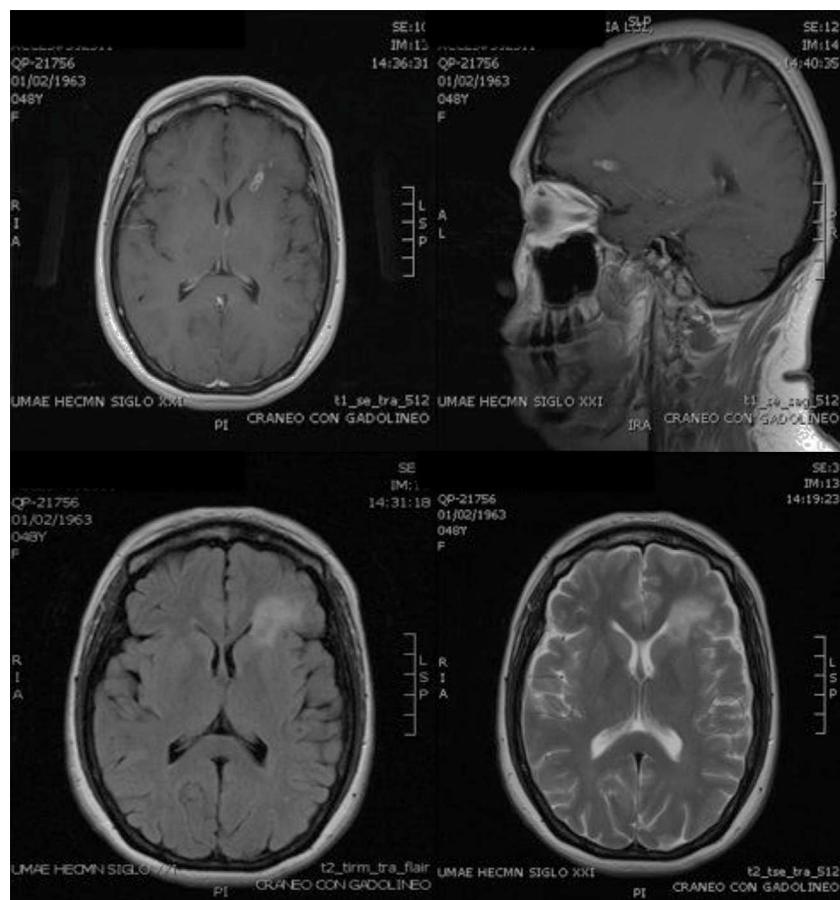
RMN al momento del ingreso: los espacios de LCR, el cerebelo, bulbo, puente, mesencéfalo, cuerpo calloso y hemisferio derecho son normales. En el hemisferio izquierdo a nivel de la sustancia blanca profunda del lóbulo frontal se demuestra un área de hipó-hiperintensidad de señal en T1 y T2, respectivamente, de aspecto «edematoso», bilobulada que mide aproximadamente 17 × 6 mm, circundada por edema vasogénico y que impregna intensa y anularmente tras la aplicación de contraste por vía intravenosa. Cambios compatibles con neuroinfección. Absceso bilobulado frontal izquierdo.
